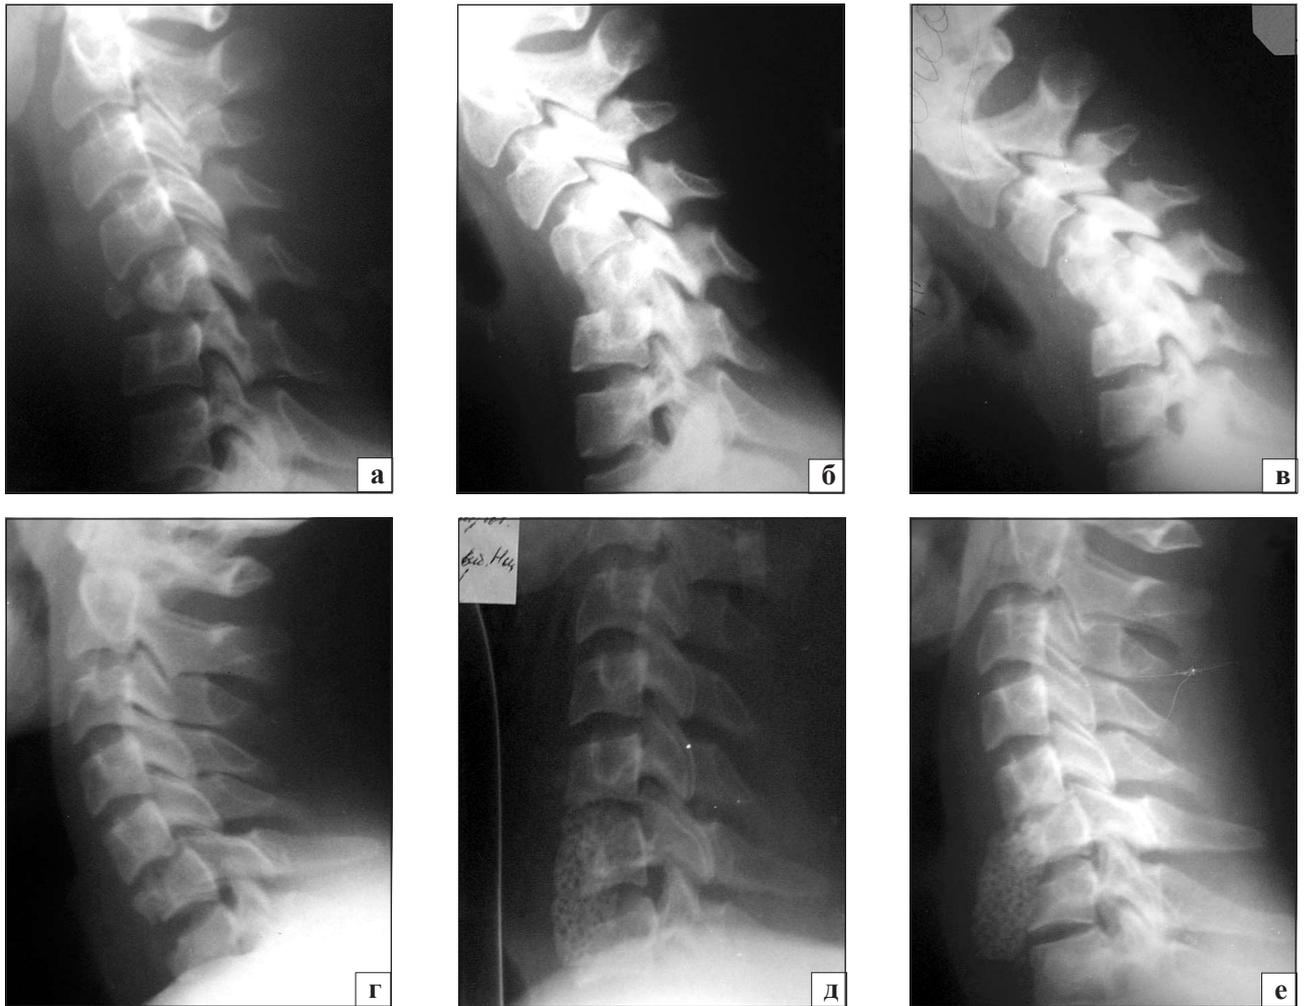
Фотоотпечатки рентгенограмм пациентов после бисегментарного межтелового костнопластического и керамоспондилодеза без дополнительной фиксации цервикальной пластиной: а) до операции; б) через 1 неделю после операции; в) через 3 месяца после операции; г) до операции; д) интраоперационно; е) через 1 неделю после операции
